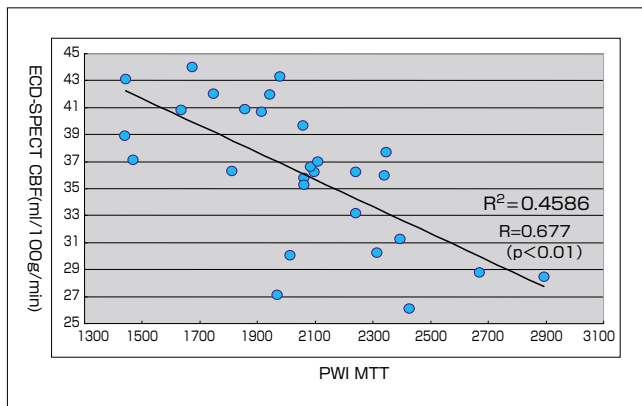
PWI MTTとECD-SPECT CBFとの関係
